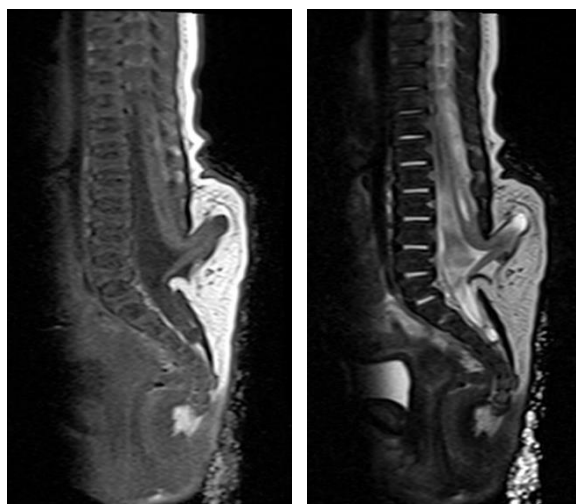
Secuencias de resonancia magnética en T1 y T2 con disrafismo a nivel de L3 - L4 con herniación de las meninges, líquido cefalorraquídeo y tejido neural.
